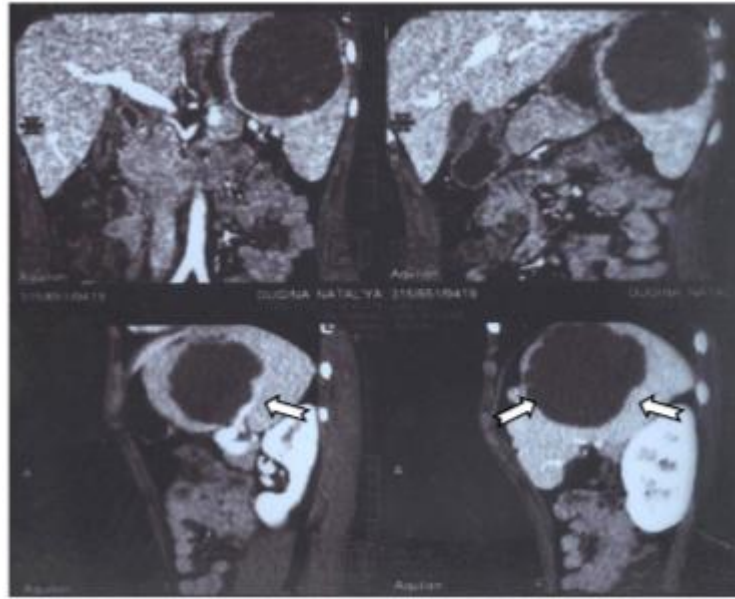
Дооперационная КТ селезенки больной Натальи Д. Фестончатый внутренний контур мультилокулярной кисты отмечен стрелками
